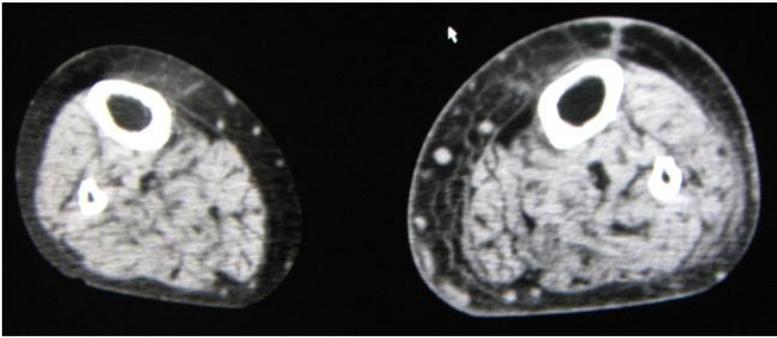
下肢 computed tomography (CT) 画像による診断プロセスと左下腿蜂窩織炎の治療経過
